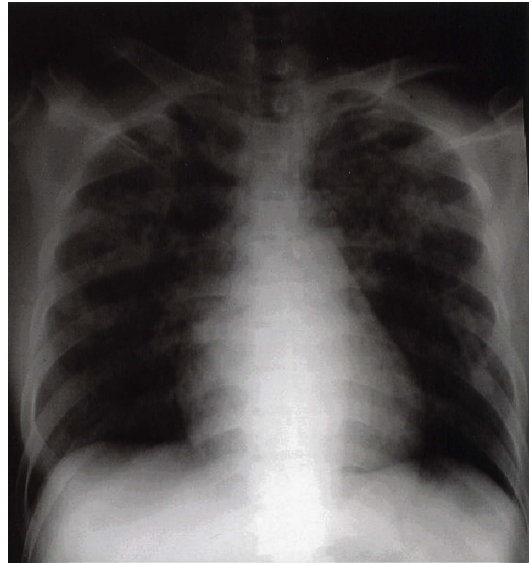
Immediate postoperative chest radiograph. Diffuse interstitial pulmonary infiltration is observed on both lung field.
